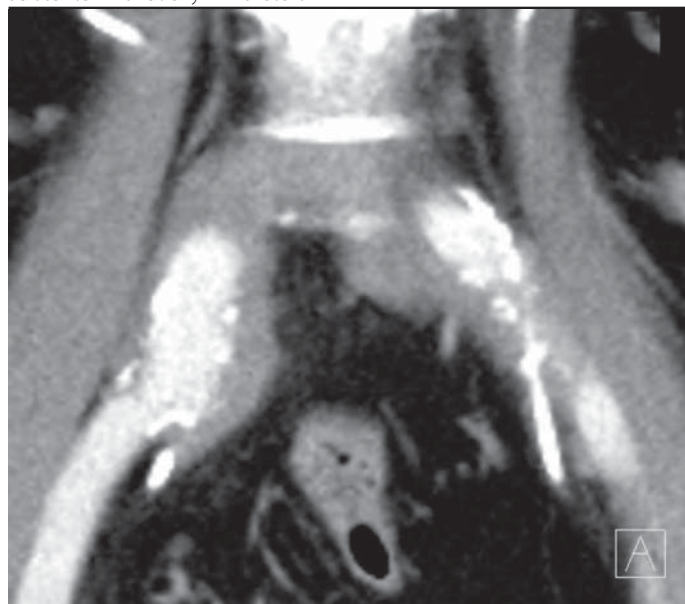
Předoperační CT scan – pravá ledvina se zavedenou nefrostomií, levá afunkční ledvina s redukcí kůry
